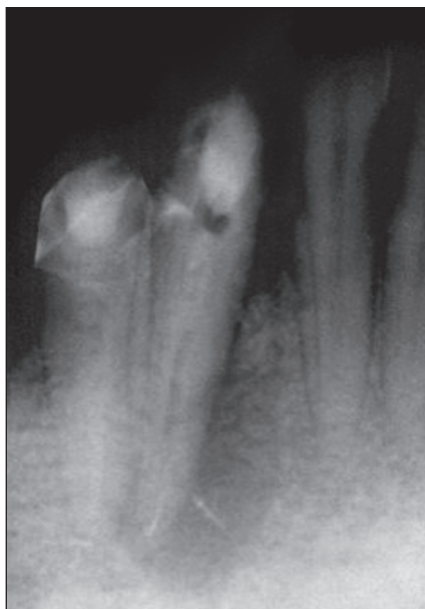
Контрольная рентгенограмма от 03.02.2010. Фрагмент гуттаперчевого штифта
